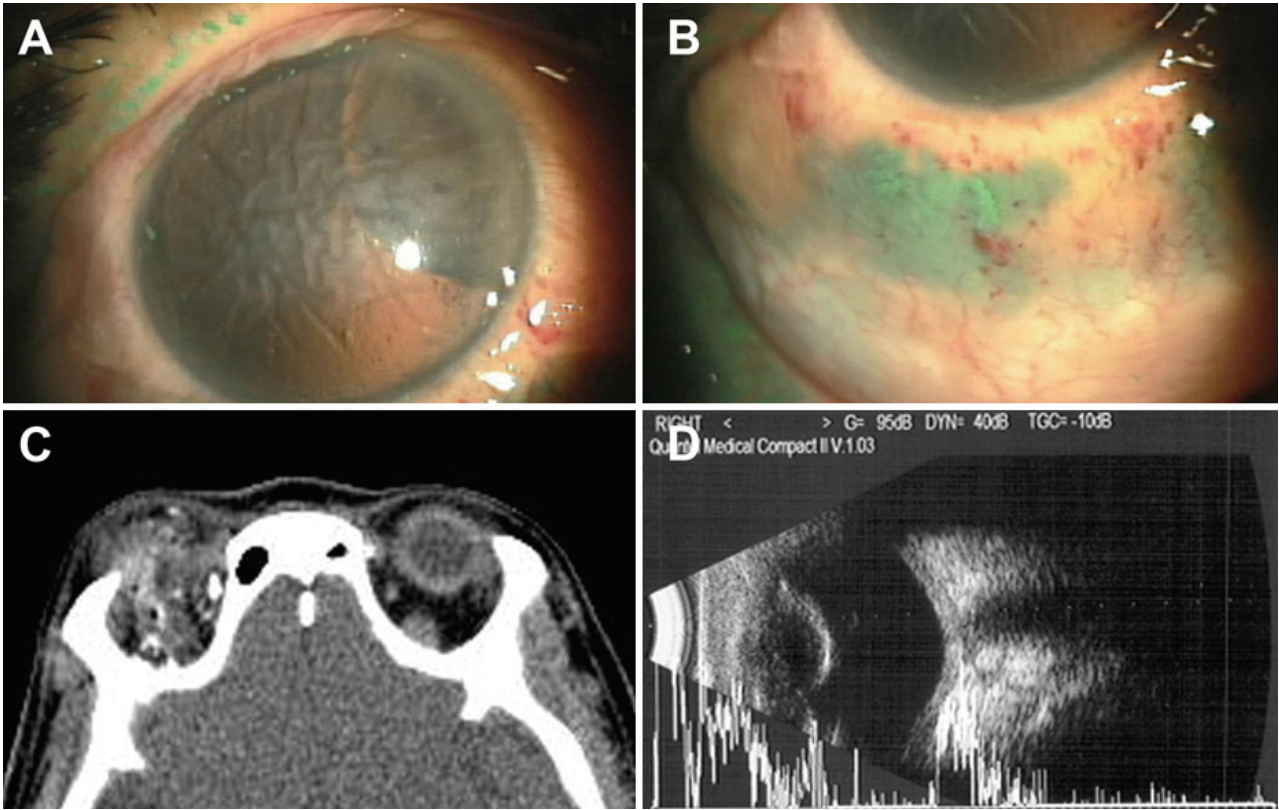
Preoperative findings. (A, B) Anterior photograph showed corneal edema with Descemet membrane folding, lens dislocation, and green-colored paint materials on the right eyelid (A) and conjunctiva (B). (C) Computed tomography demonstrated multiple radiolucent materials in the right conjunctiva and retrobulbar space. (D) Ultrasound sonography revealed dislocated lens and multiple hyperechoic lesions in retrobulbar space of the right eye.
